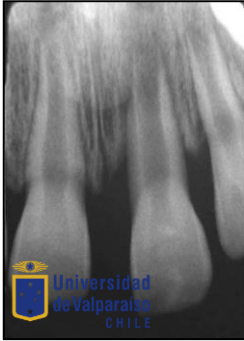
Radiografías de control posterior a la terapia regenerativa (23/09/2013) donde se observa lesión radiolúcida y el tercio apical abierto en forma divergente.
